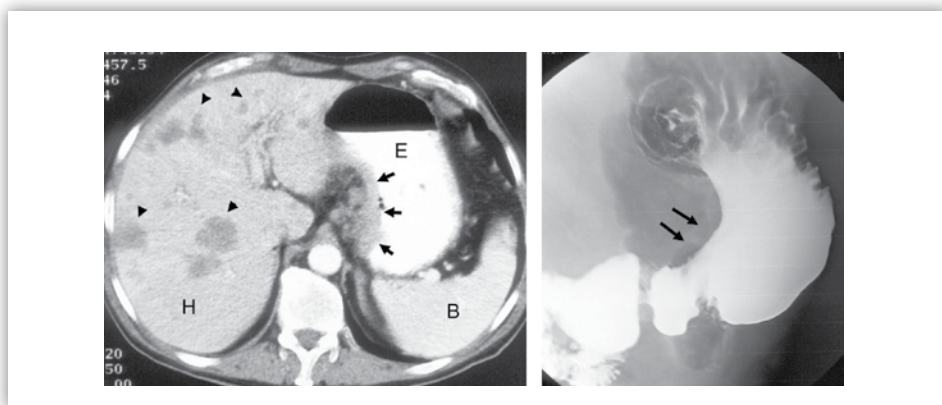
La tomografía computarizada helicoidal permite la detección de las metástasis hepáticas. En la imagen izquierda se observan múltiples lesiones focales hipodensas de diferentes tamaños (puntas de flecha) localizadas en el lóbulo derecho y en el izquierdo del hígado (H) compatibles con metástasis, junto con un engrosamiento de la curvatura menor (flechas) del estómago (E) que correspondía a un adenocarcinoma infiltrante. La imagen derecha corresponde al estudio radiológico gastroduodenal del mismo paciente, en el que se aprecia una rigidez de la curvatura menor del antro gástrico (flechas) en relación con la infiltración neoplásica. Cortesía del Dr. Domínguez.
